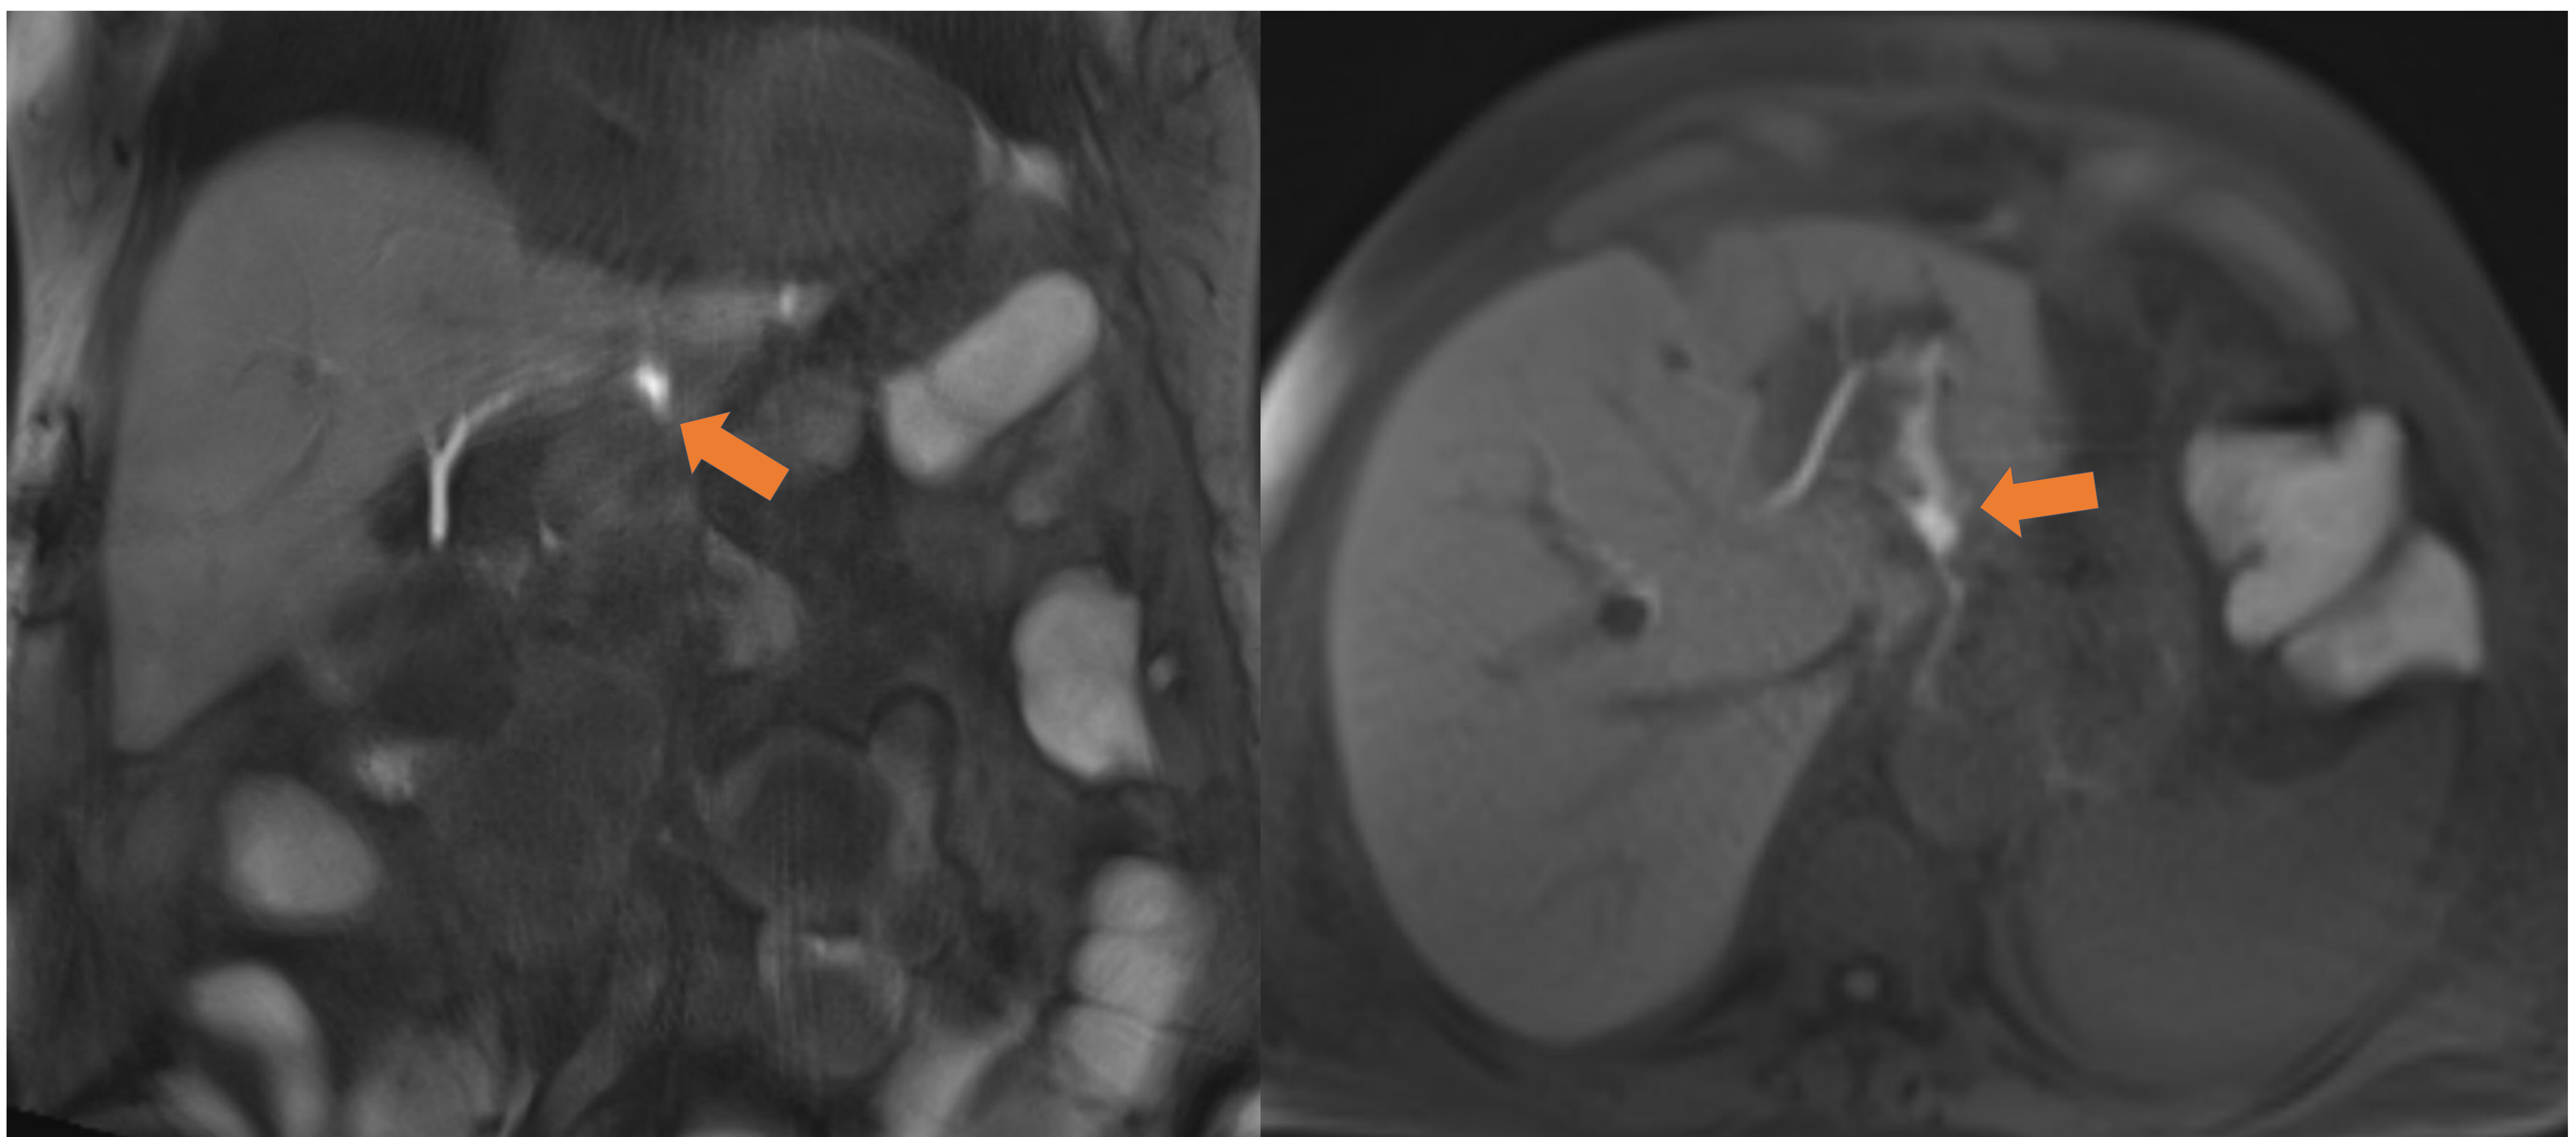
Cortes coronales y axiales de TC abdominal en fase portal y de RM en fase tardía tras la administración de contraste hepatoespecífico. Paciente intervenido de duodenopancreatectomía cefálica + gastrectomía por neoplasia gástrica , con posterior reintervención por sangrado de arteria gástrica izquierda. Fila superior imágenes de TC, en el que se visualiza remanente gástrico con comunicación con el LHI, donde se conforma imagen de laceración hepática. En la fila inferior, imágenes de RM, donde se evidencia fuga del conducto biliar proximal de los segmentos hepáticos II y III hacia el peritoneo con bilioma intrahepático. Se demostró un origen iatrogénico de la misma por la intervención previa , no siendo secundario a la anastomosis hepatoyeyunal. HUGCDN.
